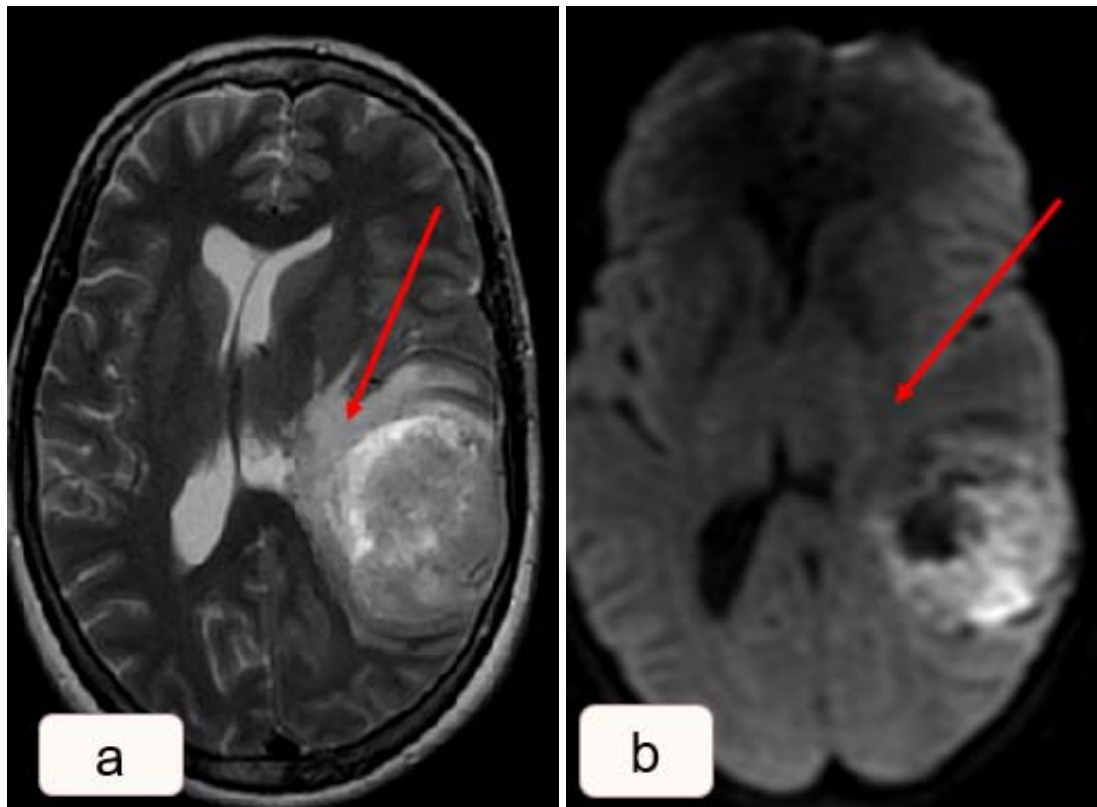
IRM cérébrale séquences T2(a) et diffusion(b) chez une patiente de 56, suivie pour glioblastome et chez qui on objective l'aspect en iso signal diffusion de la plage péri-tumorale(flèches)
